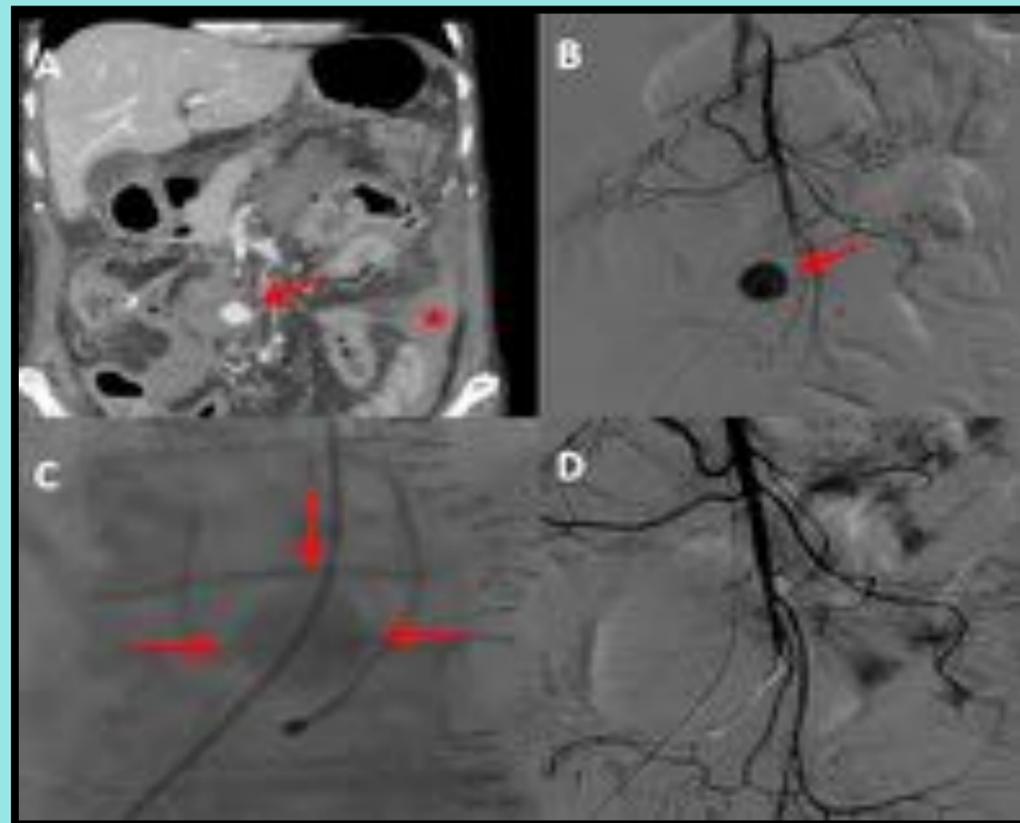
Múltiples pseudoaneurismas en ramas de a. esplénica por traumatismo. A y B) Angio-TC: Pseudoaneurisma en rama de la arteria esplénica (flecha gruesa). C) Angiografía: Se confirma la presencia de pseudoaneurismas en ramas de la arteria esplénica D) Angiografía: resultado post-embolización de arteria esplénica usando solución de lipiodol y cianocrilato (Glubran 2 ®) y coils. Fuente: Servicio de radiología intervencionista del Hospital universitari Germans Trias i Pujol.
